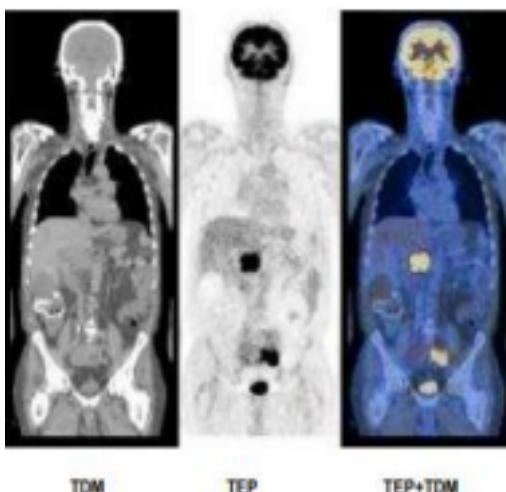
TDM (scanner), visualisation topographique
